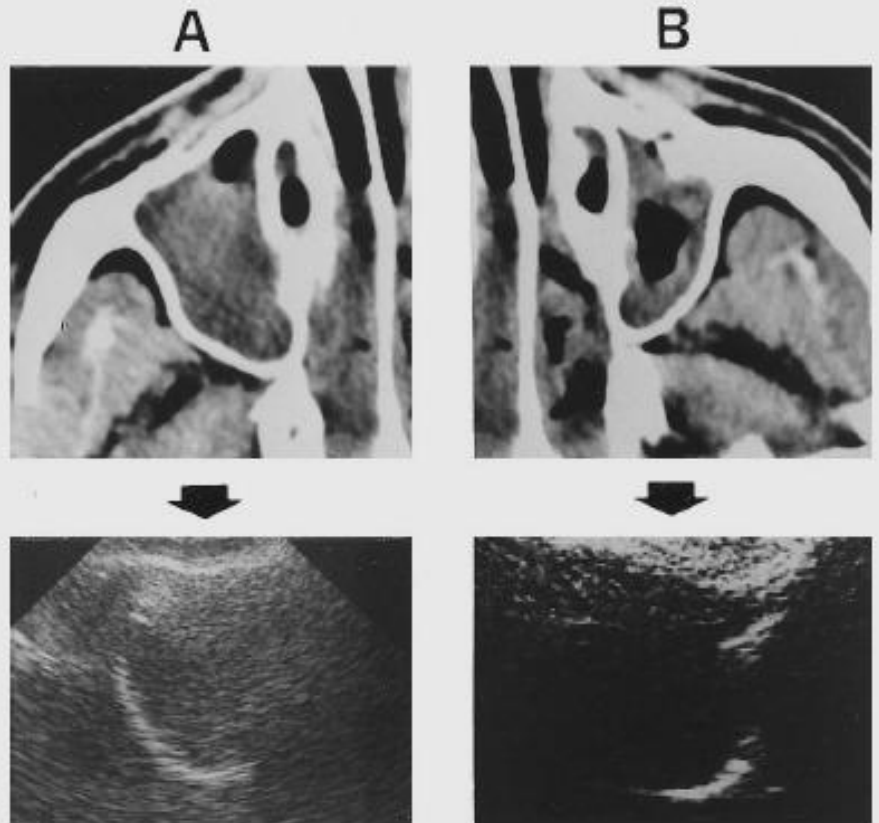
Cases of incomplete "sinusogram". A: 90% air-fluid level of the right sinus (CT), and ultrasound equivalent: incomplete "sinusogram", with non-visualization of the internal wall. B: substantial mucosal thickening of the left sinus (CT), and ultrasound equivalent: incomplete "sinusogram" (non-visible internal wall, ill-defined external wall)
